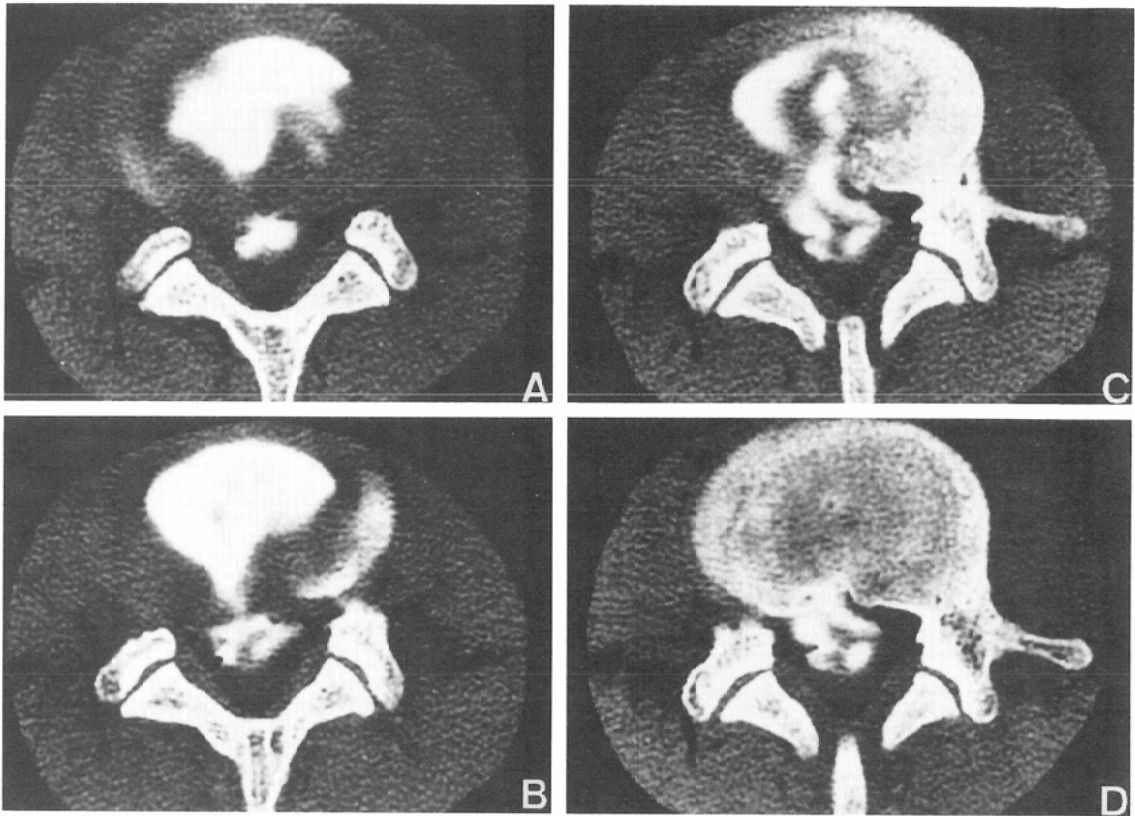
Case 1. CT discography of L4-5 level shows mild disc degeneration: D-1 (A) and extrusion of central type associated with caudal migration (B, C, D). Exact provoked pain in the right leg was noted after the injection of 2ml of contrast material.
